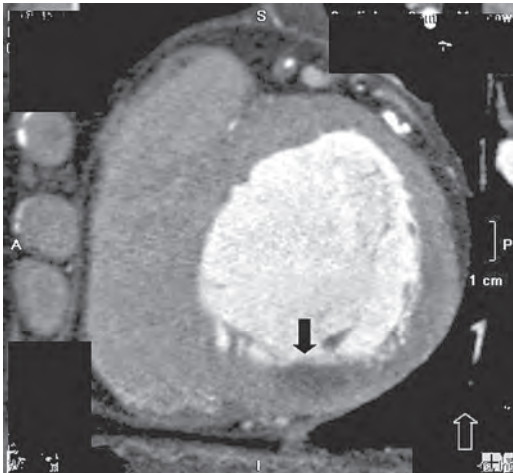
Мультиспиральная компьютерная томография сердца больного с нижним инфарктом миокарда (стрелкой указана область инфаркта).
